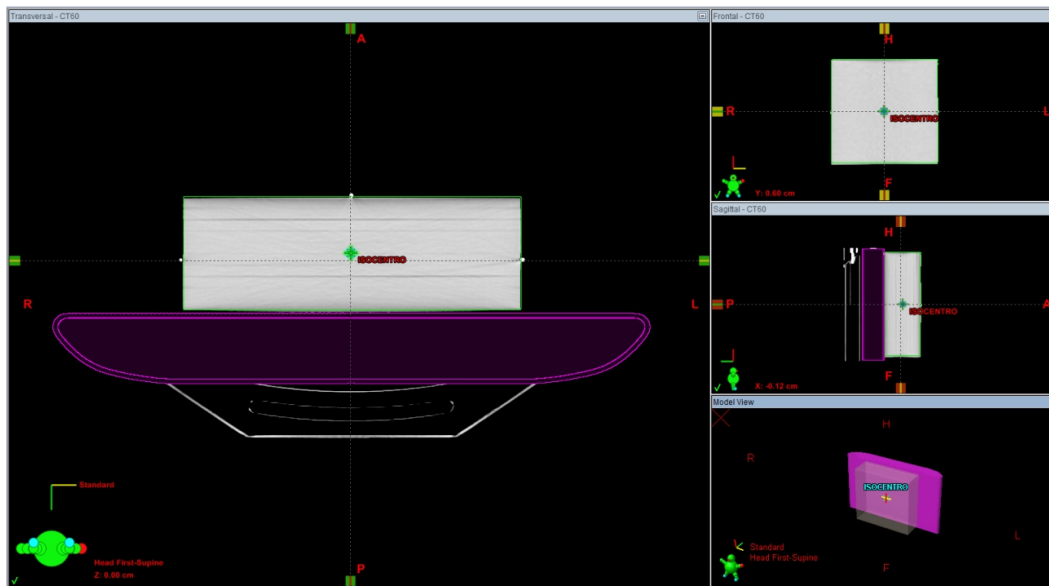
Tomografía del maniquí de placas de acrílico de la Fig. 3.10 adquirida en el tomógrafo simulador modelo GE Medical Systems, Optima CT580, software versión `rt_bjcl.4` , con un espesor de corte de 3.75 mm.
